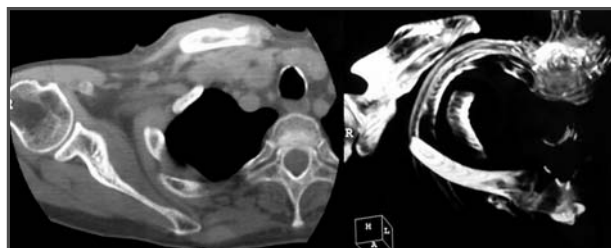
TC esternoclavicular derecha: alteración de la cortical en el tercio medial de la clavícula derecha.
